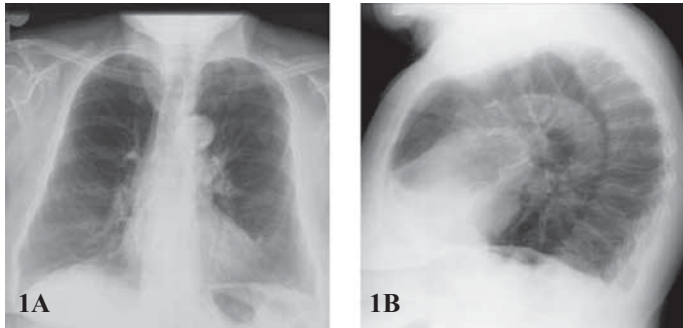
Radiografía de tórax en proyecciones PA (1A) y lateral (1B) que muestra infiltrados peribronquiales parahiliares y basales derechos por inflamación bronquial crónica y aumento de la cifosis dorsal
